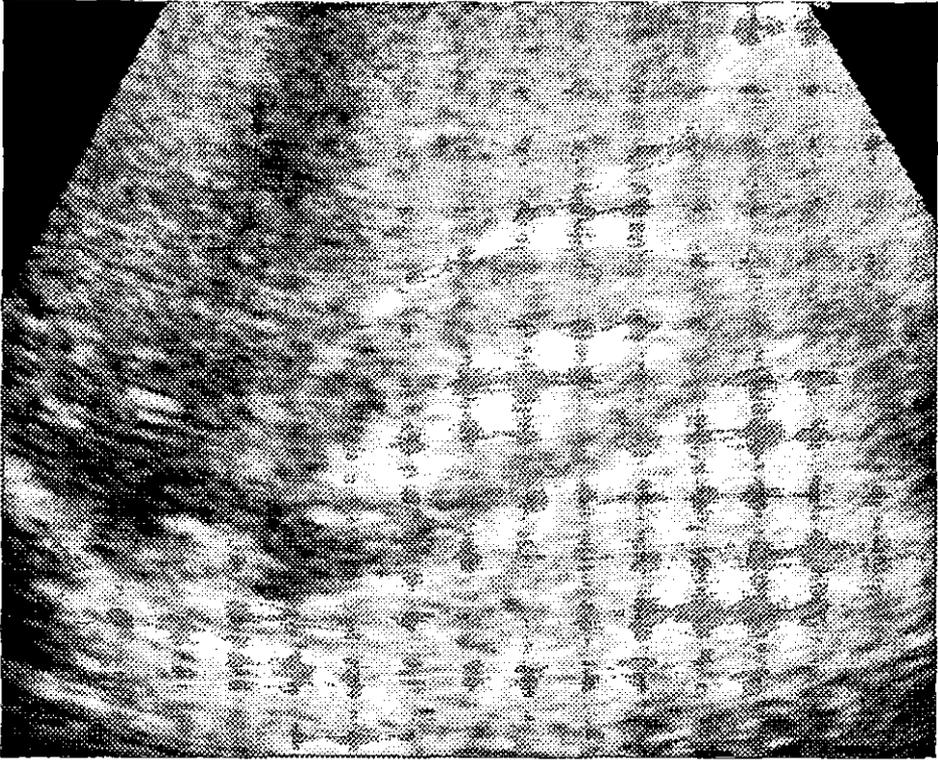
Ultrasonido del riñón derecho de un candidato a donación renal. El parénquima es homogéneo e isocóico con respecto al parénquima hepático.
